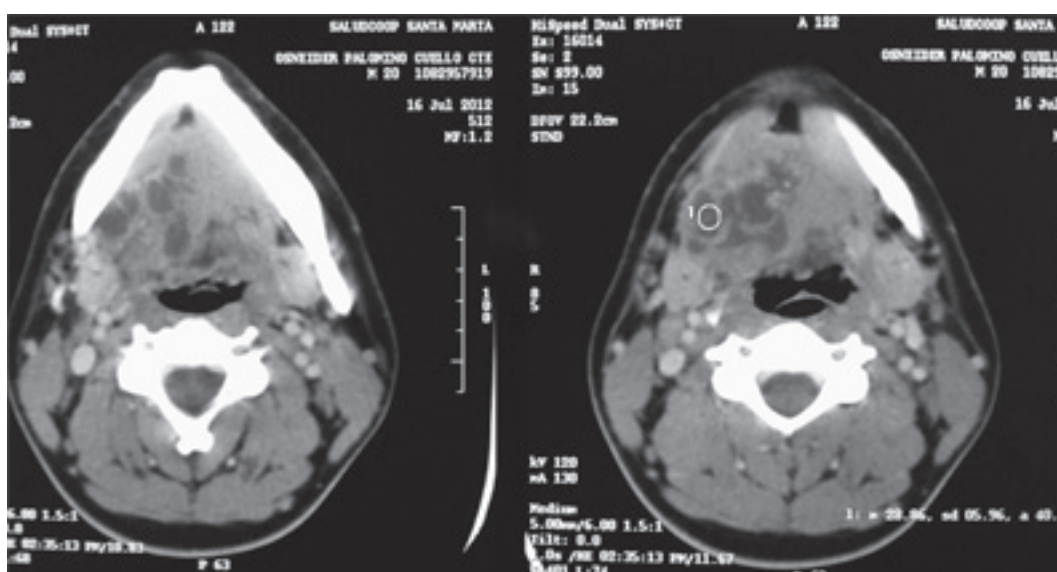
Tomografía de cuello contrastada, corte axial que señala lesión y su componente heterogéneo.
